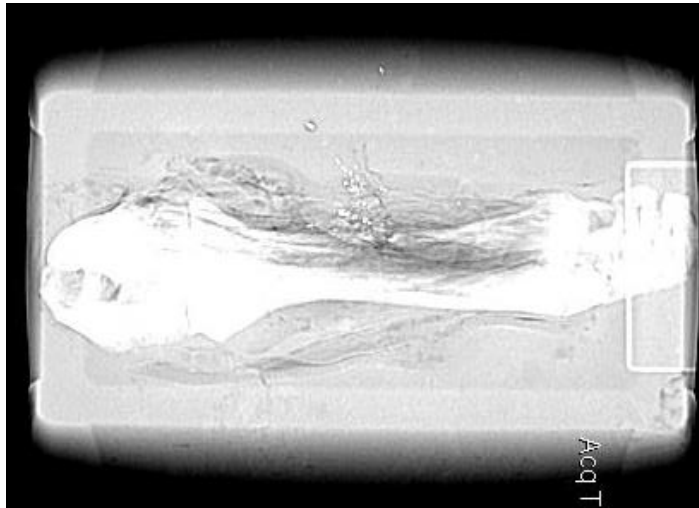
Комп'ютерна томографія комбінованого балістичного імітатору кінцівки після пострілу з автомату АКС-74, калібр 5,45 мм, 3D-реконструкція.
